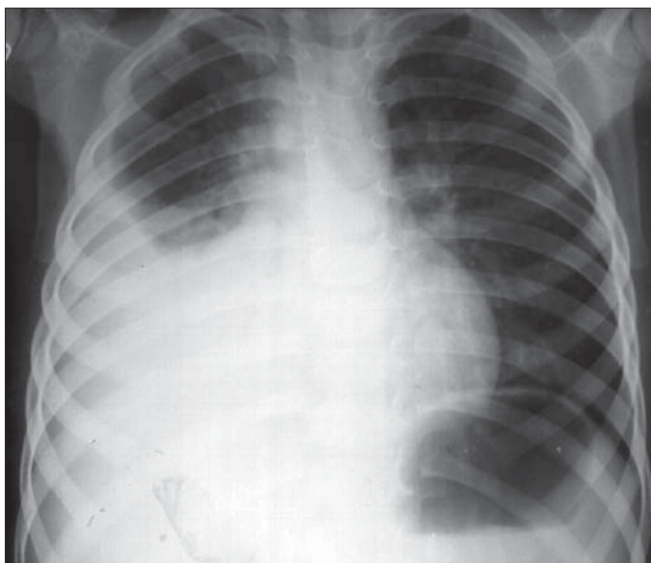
Colectie lichidiană în cantitate medie în dreapta. Radiografie toracică PA. Opacitate omogenă cu intensitate hidrică concavă în sus. Atelectazie de compresiune. Minima deplasare a cordului spre stânga
